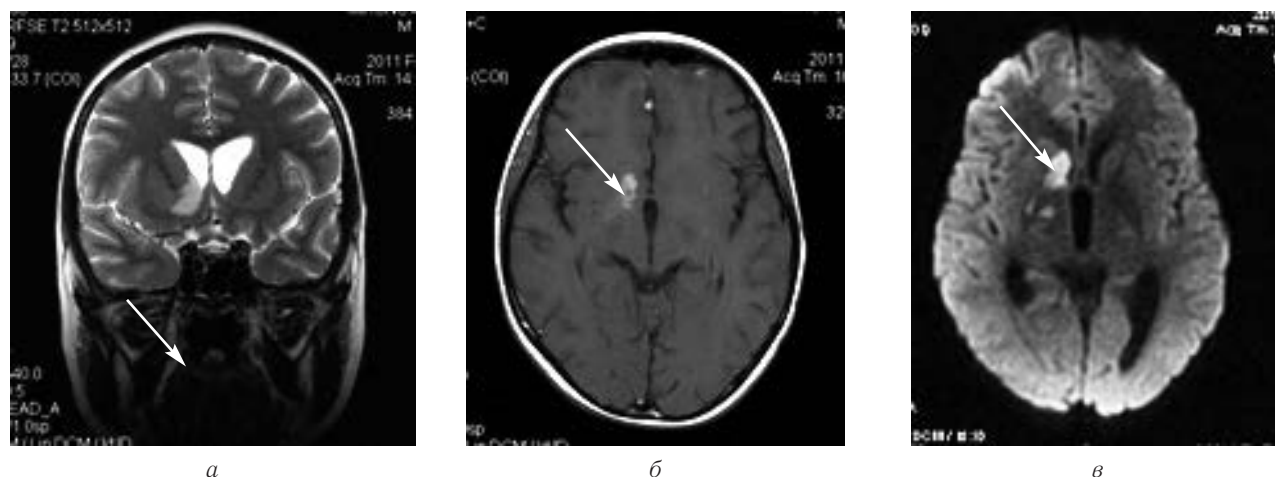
Пациент И. В., 11 лет (собственное наблюдение). Менингоэнцефалит, вызванный *Pseudomonas aeruginosa* МРТ: *а* — T2-ВИ; *б* — T1-ВИ с контрастным усилением; *в* — ДВИ. Очаговые изменения в правой гемисфере, в проекции подкорковых ядер (хвостатое ядро, внутренняя капсула, путамен), показаны стрелками.
